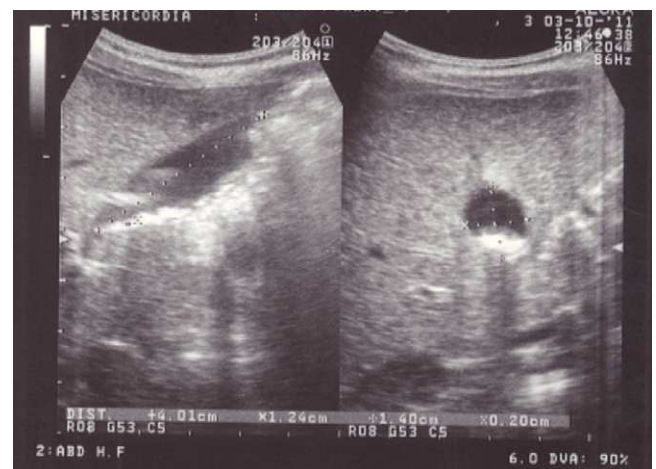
Ecografía de la vesícula biliar el día 21 de tratamiento con ceftriaxona, donde se observa cálculo en su interior de mayor tamaño que en el control anterior.
